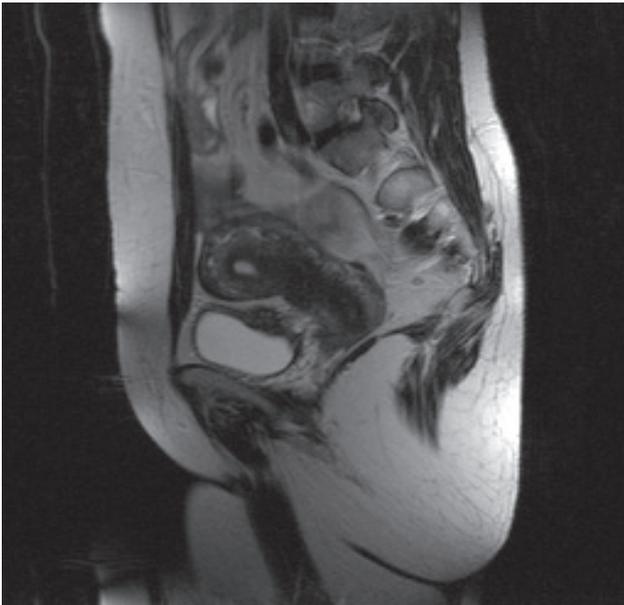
Сагитальный разрез при МРТ больной Э., 38 лет.
